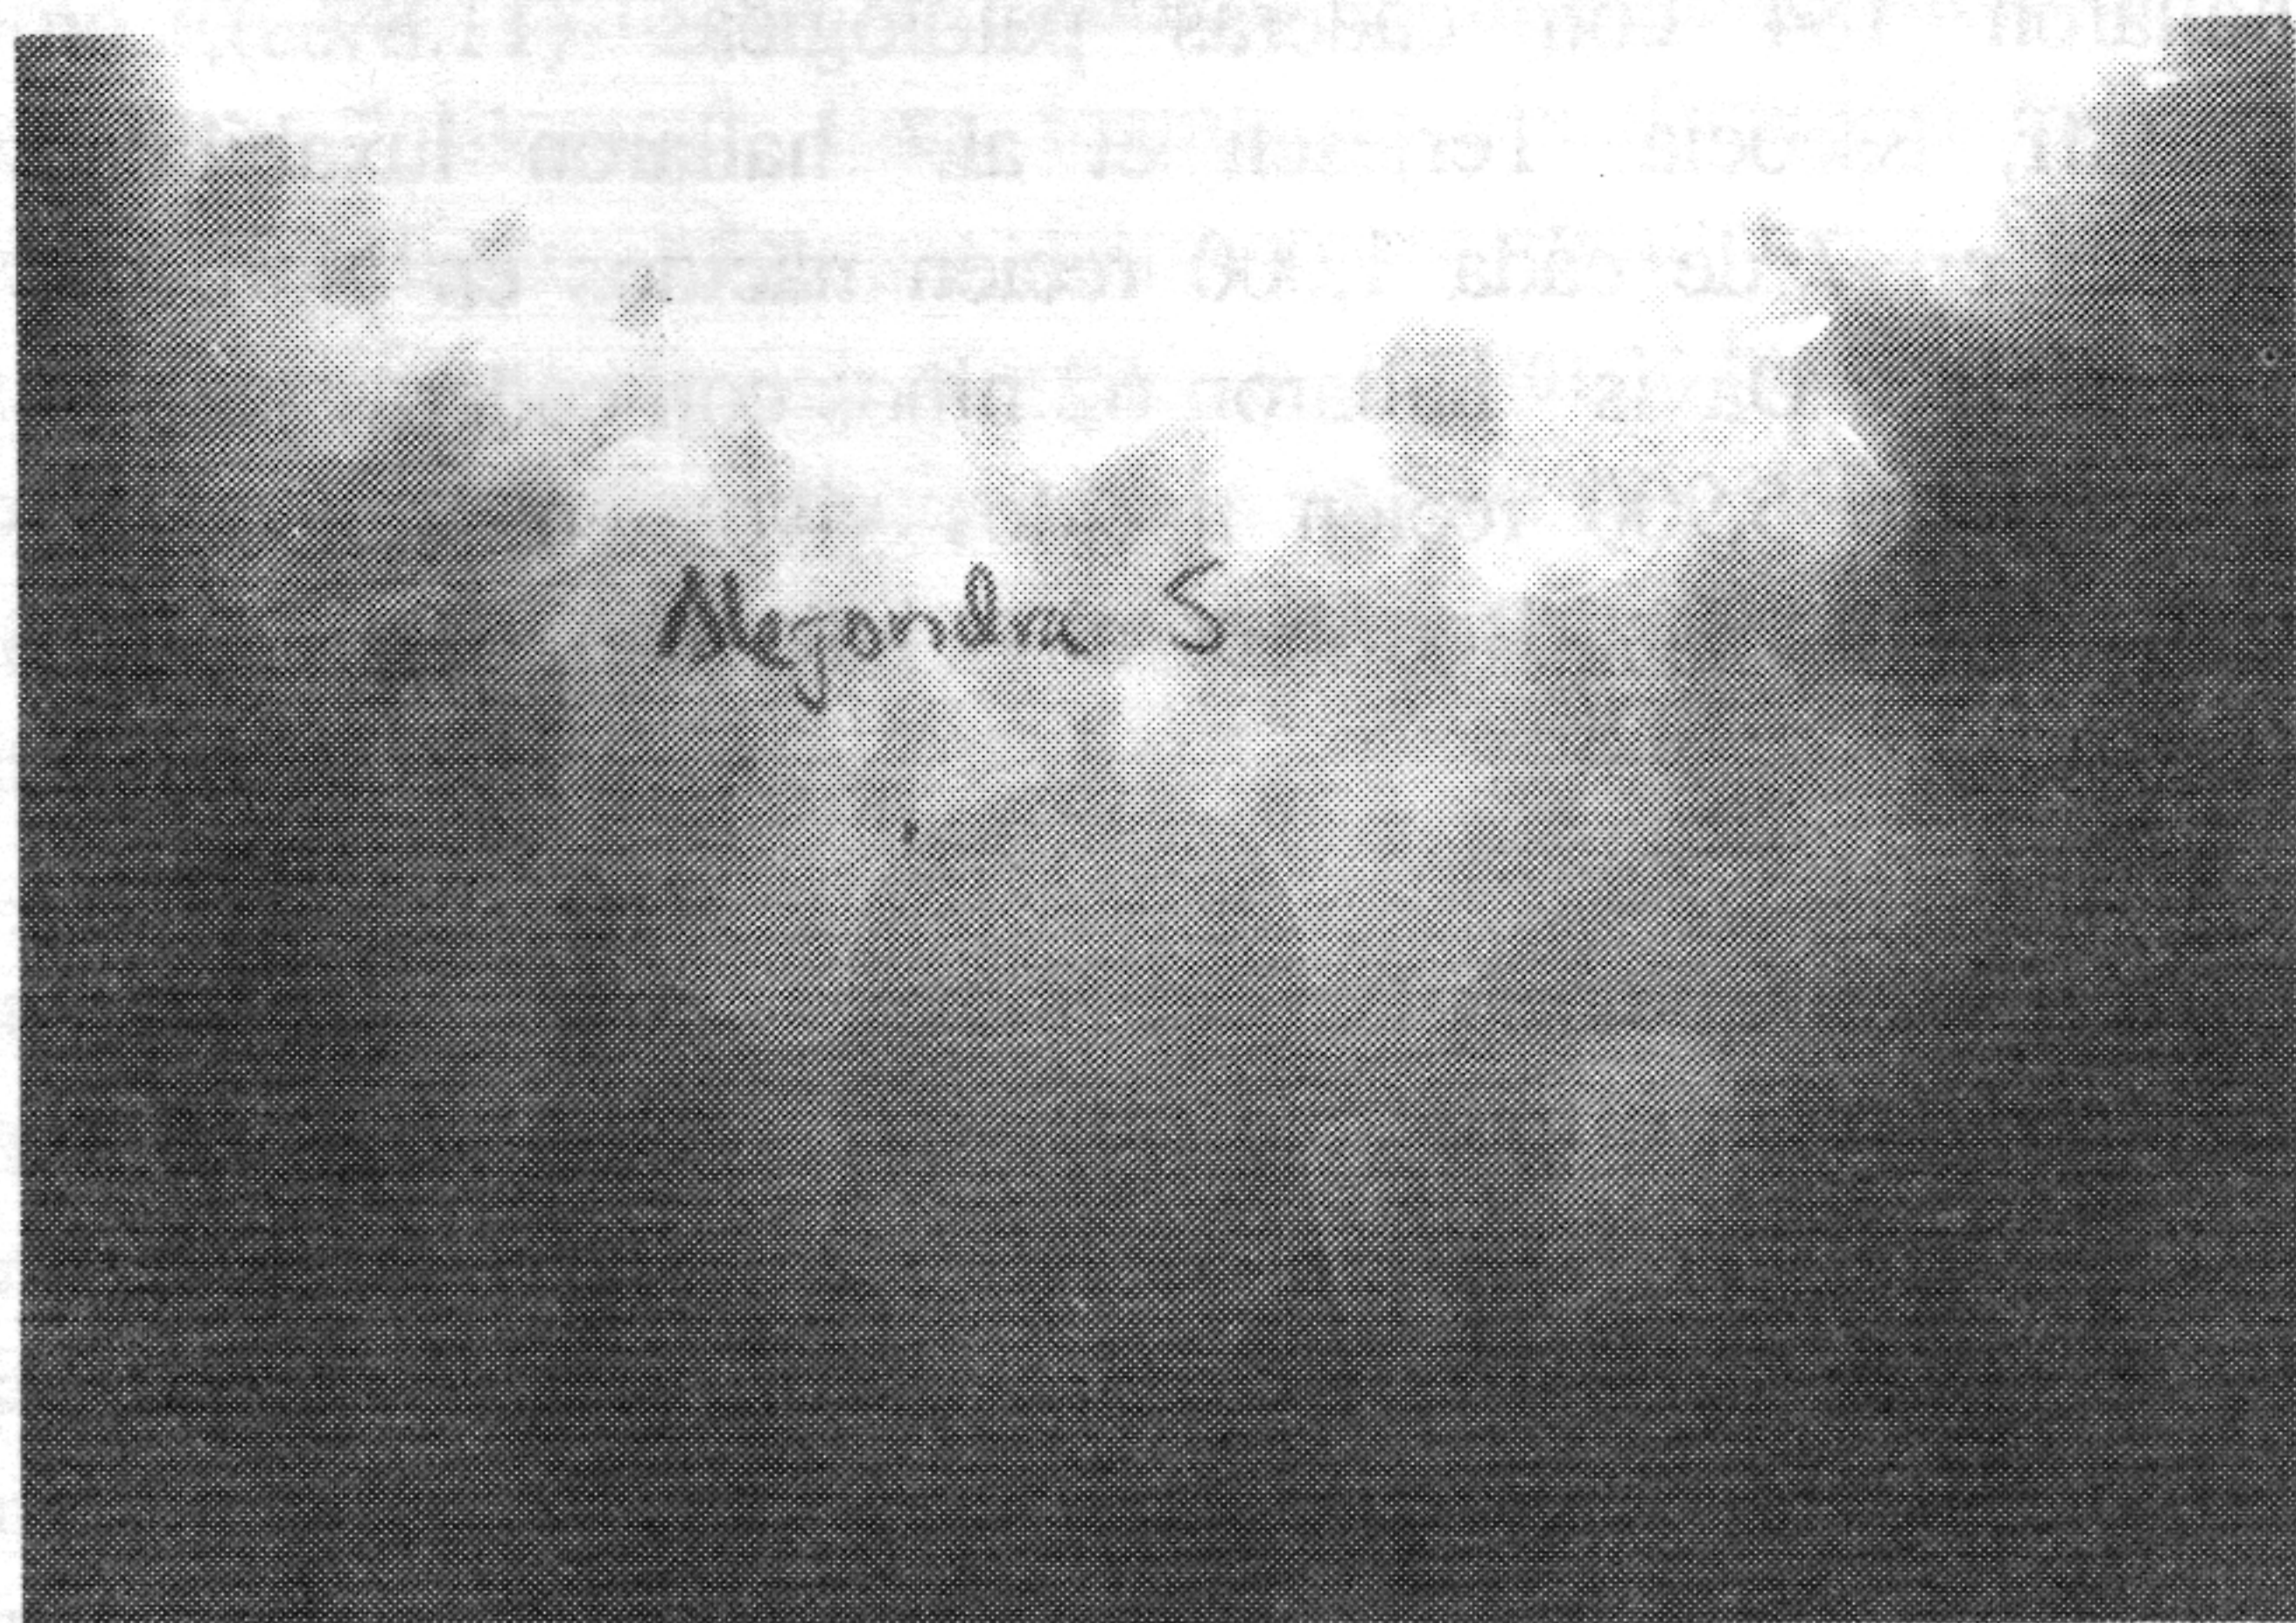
Radiografía de una paciente con luxación teratológica a los 4 meses de edad. El daño articular es tan severo que se puede comparar con el de una LCC "abandonada" después de años de evolución.
